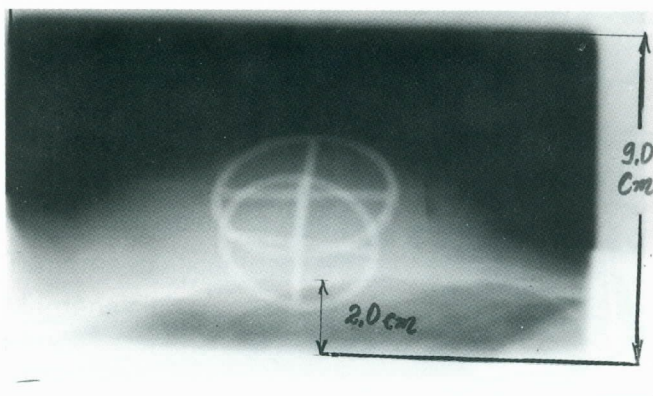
Radiografia do campo tangente no simulador.
